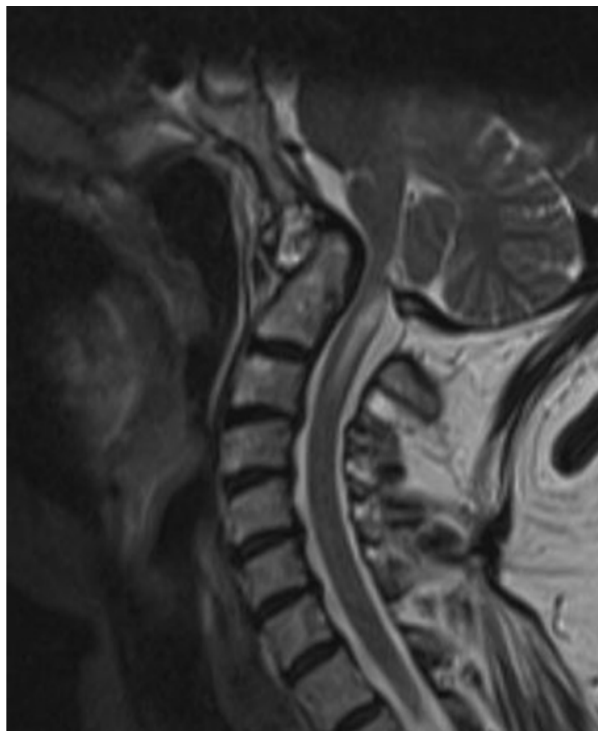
IRM crâniocervicale en coupe sagittale en séquence T2 montrant une compression médullaire avec syringomyélie. [163]
